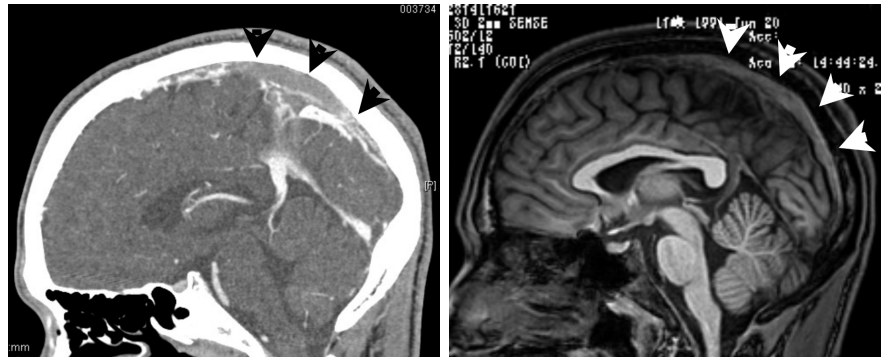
第1子の頭部脳静脈造影CTとT1強調MRI(矢状断)。いずれも矢状静脈洞内に血栓像を認める。
